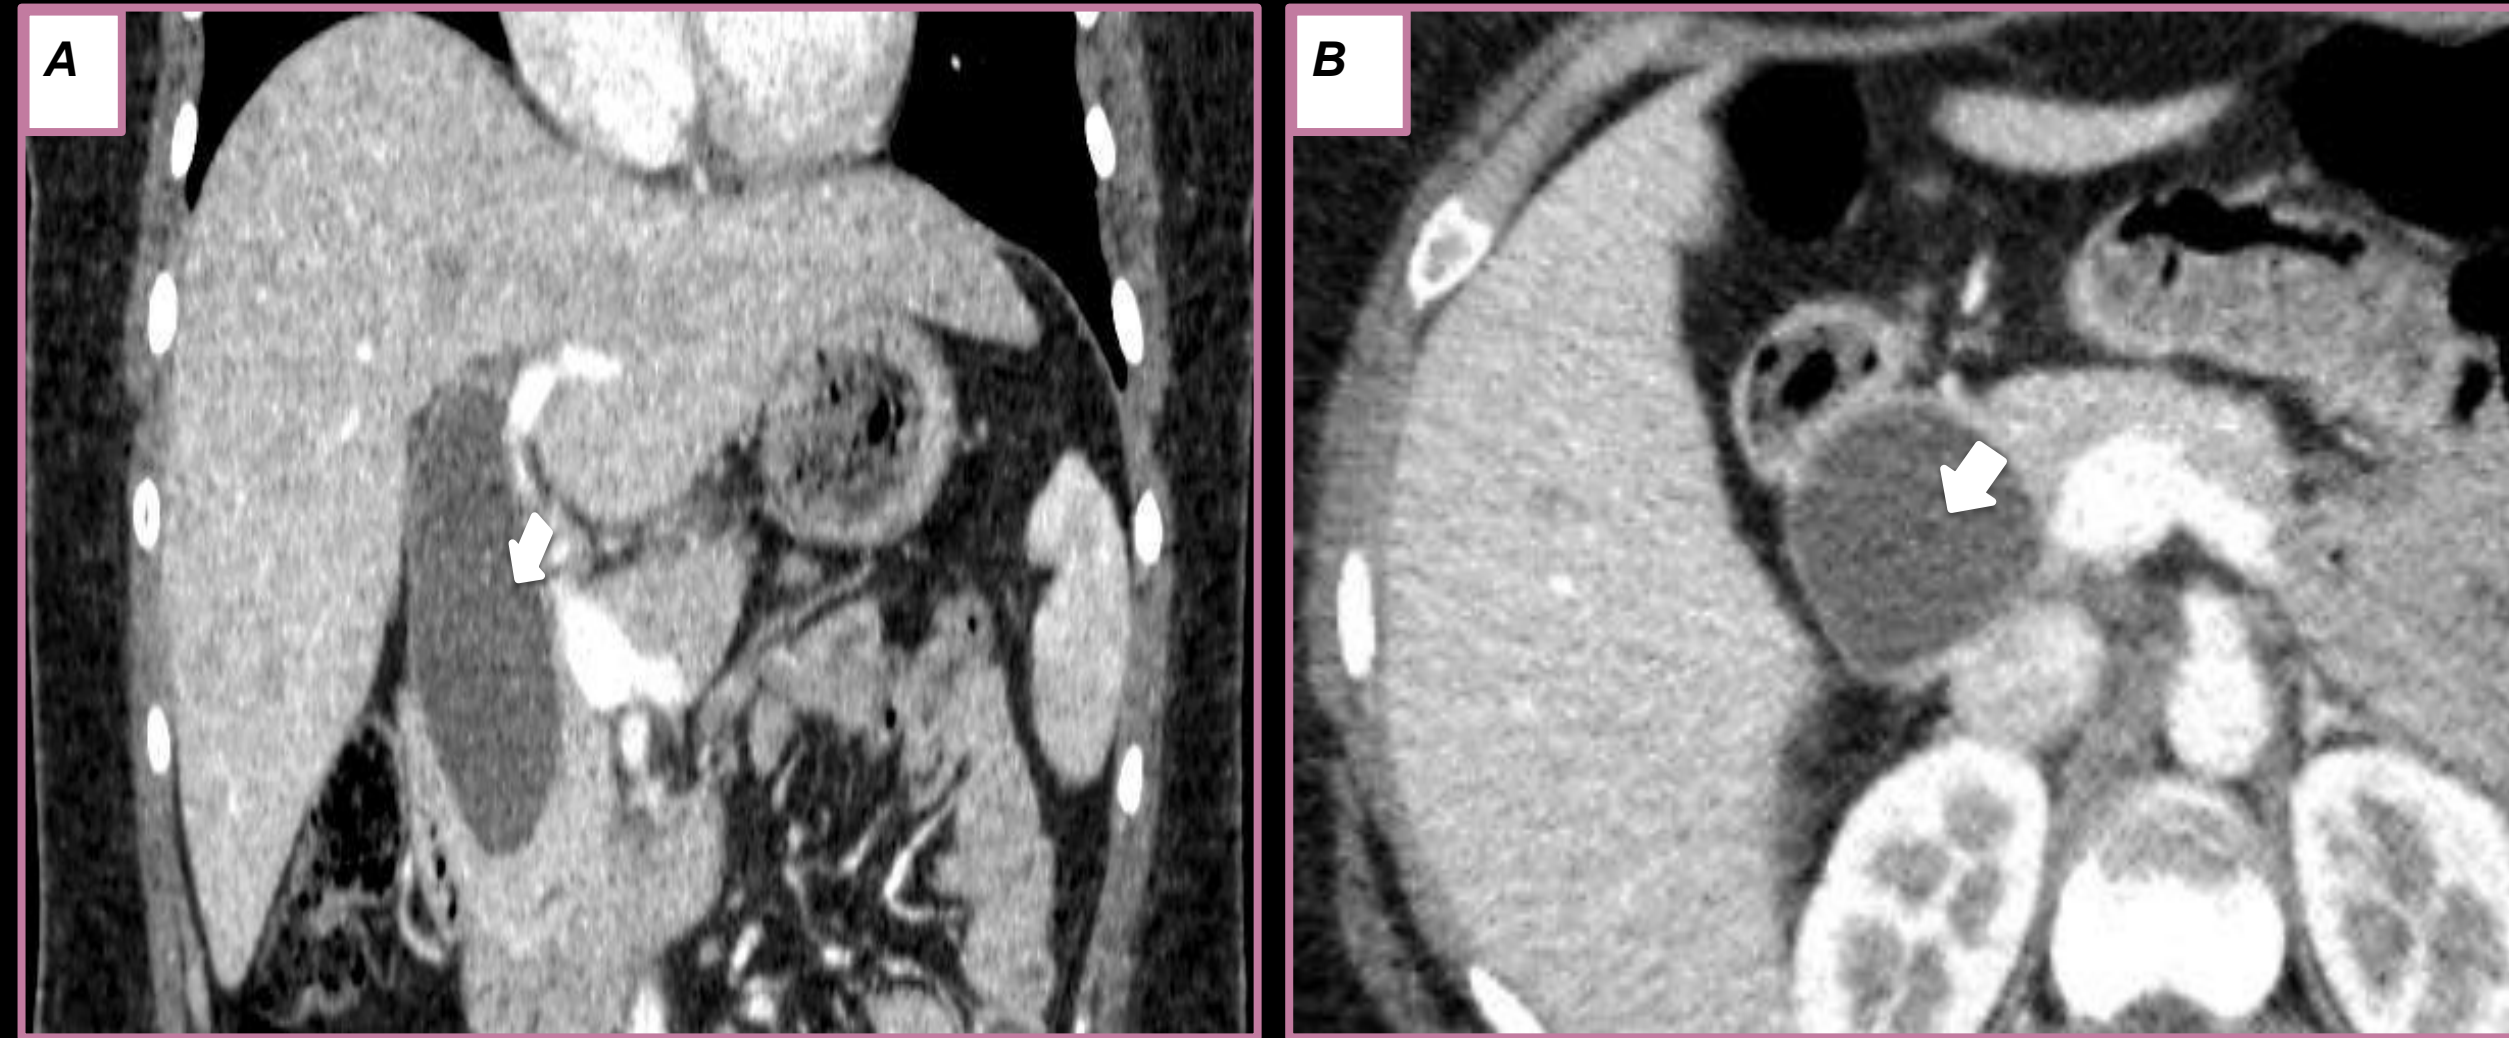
TC en fase arterial reconstrucción coronal (A) y corte axial (B) donde se evidencia presencia de quiste del colédoco clasificación Todani I extrahepático (flechas blancas), sin dilatación de la vía biliar intrahepática.
